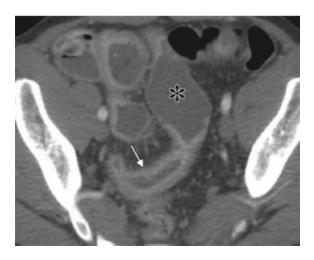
Fonte: RadioGraphics 2018; 38:1352-1369
